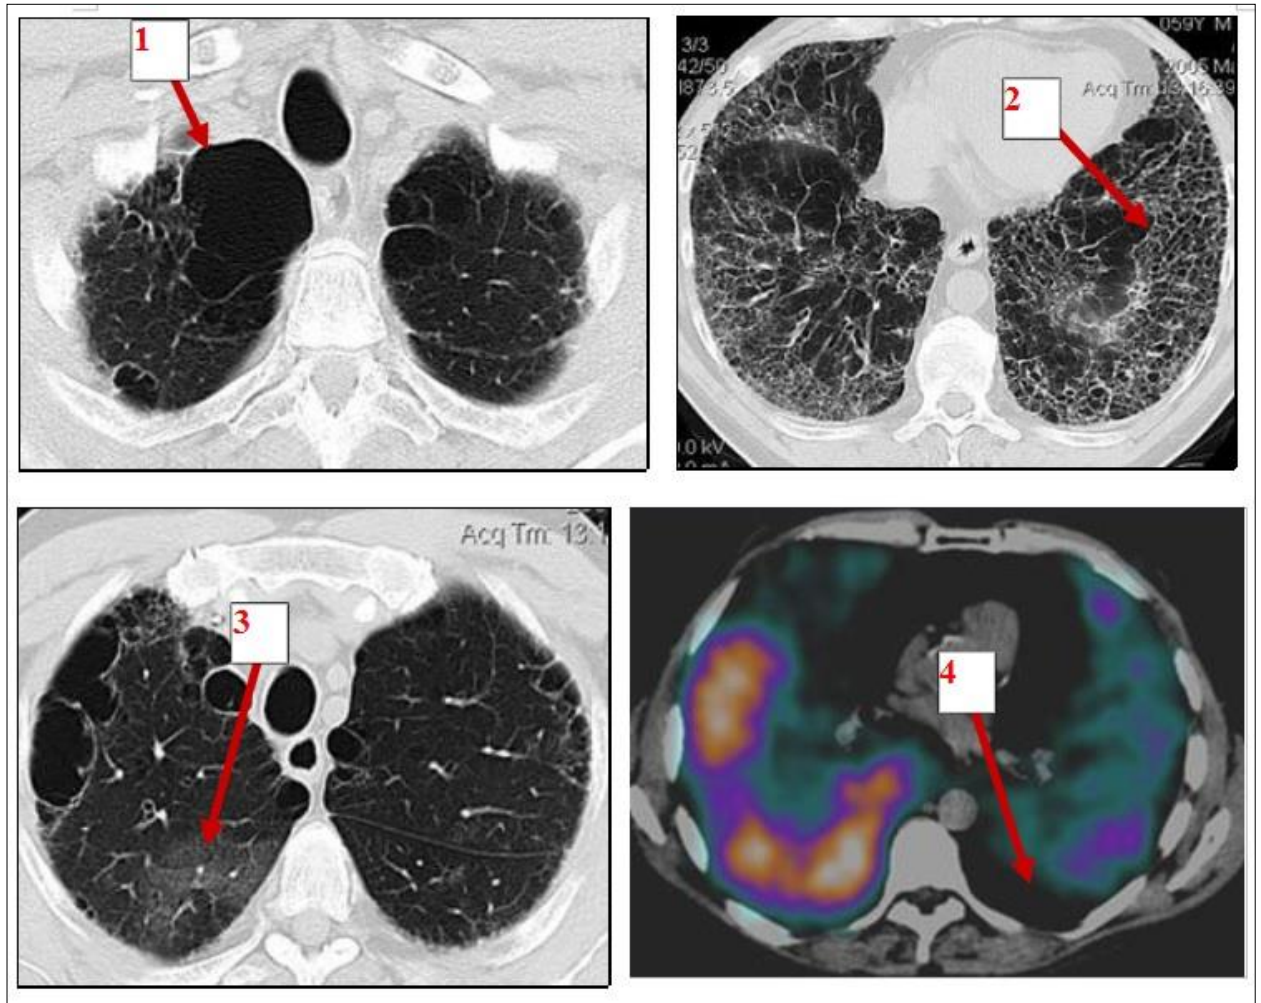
Компьютерные томограммы и ОФЭКТ/КТ больного А., 60 лет. Диагноз: фиброзирующий альвеолит. 1 – крупная булла. 2 – мелкоячеистая кистозная перестройка легочной ткани с фиброзными изменениями по периферии. 3 – участок матового стекла. 4 – редукция микроциркуляции в плащевых отделах легких
